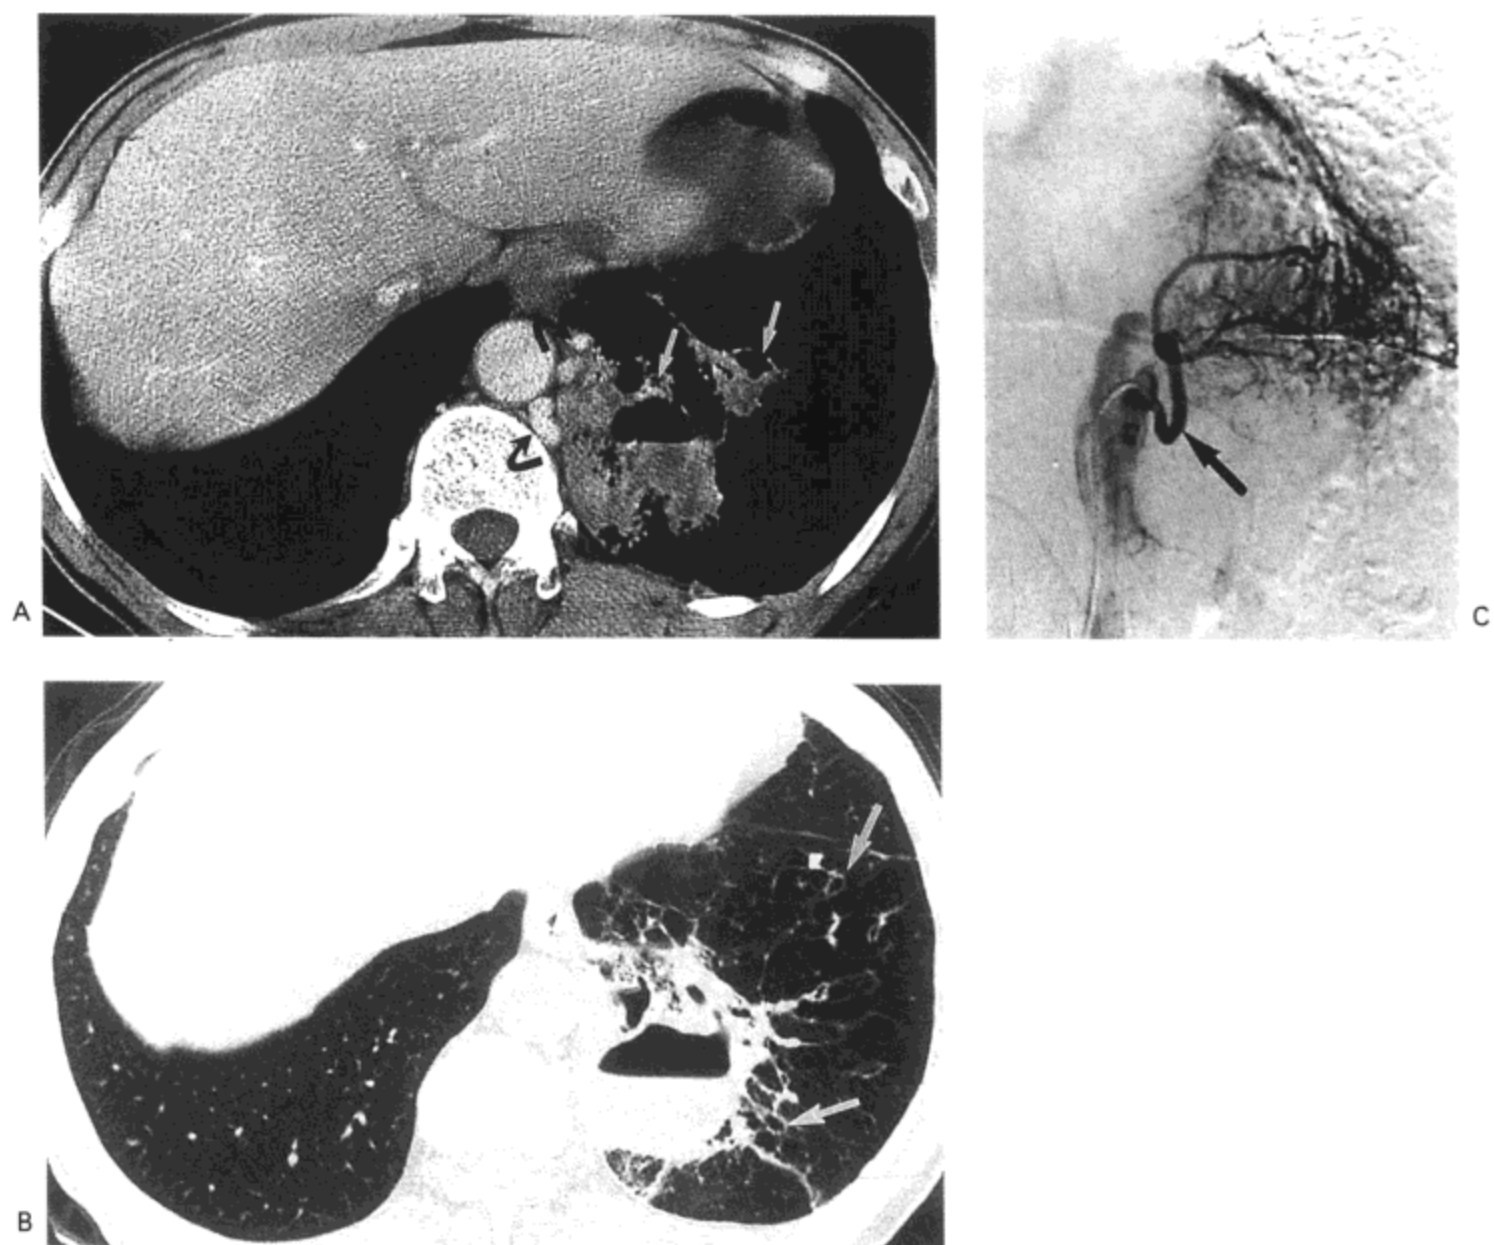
肺叶内肺隔离症。A: 增强 CT 影像 (7mm 层厚) 示左下叶局灶性实变与囊腔区 (白箭号)。降主动脉旁可见增粗的体循环血管 (黑箭号)。B: 高分辨率 CT 肺窗影像 (1mm 层厚) 示实变与含气液平面的大囊。另请注意支气管扩张 (箭号) 与肺气肿的表现。C: 选择性动脉造影显示发自降主动脉的血管 (箭号) 为隔离肺供血。病人男, 64 岁。
